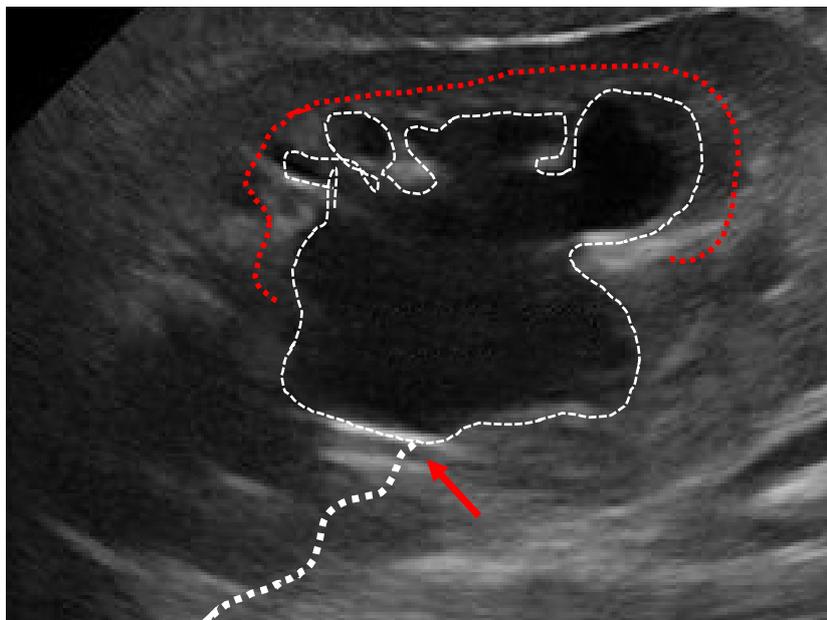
ECOGRAFIA DELL'IDRONEFROSI
